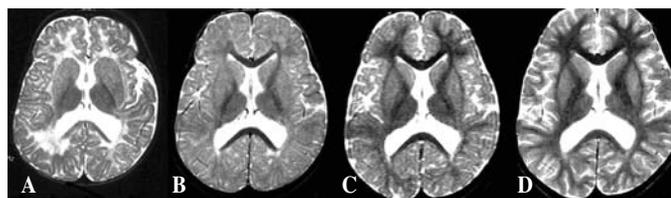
Resonancia magnética (RM) craneal potenciada en T2 del paciente mostrado en la figura 5, realizada a los 6 meses, 16 meses, 2 años y 5 años de edad (A, B, C y D, respectivamente).
